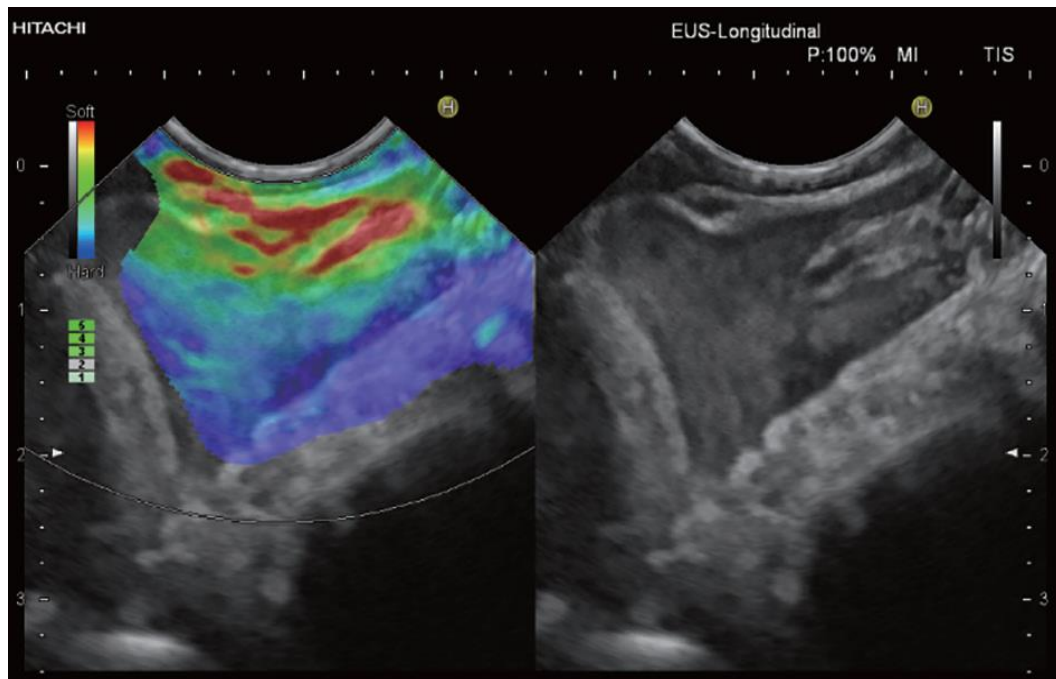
Imagen de elastografía de una gran adenopatía mediastínica reactiva: se evidencia un patrón suave heterogéneo, en el que las estructuras blandas del hilio y la medula se muestran en rojo, amarillo y verde. Sin embargo la corteza de la adenopatía muestra considerablemente una consistencia más dura con un predominante color azul. Imagen extraída de Christoph F. Dietrich et al, Endoscopic ultrasound: Elastographic lymph node evaluation. Endoscopic ultrasound 7Jul-Sep 2015/Vol 4/Issue 3 (45)
